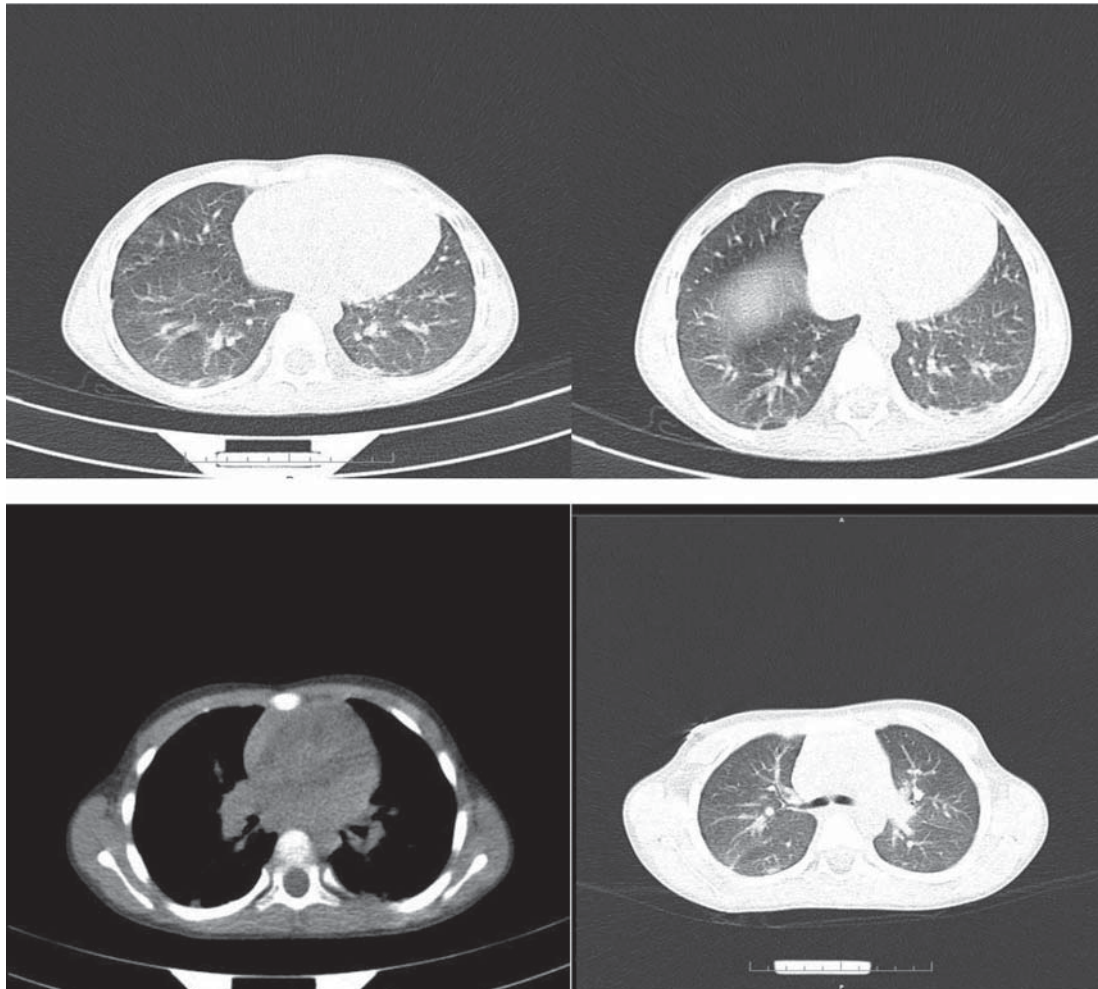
Thoracic CT scan images of the patient
